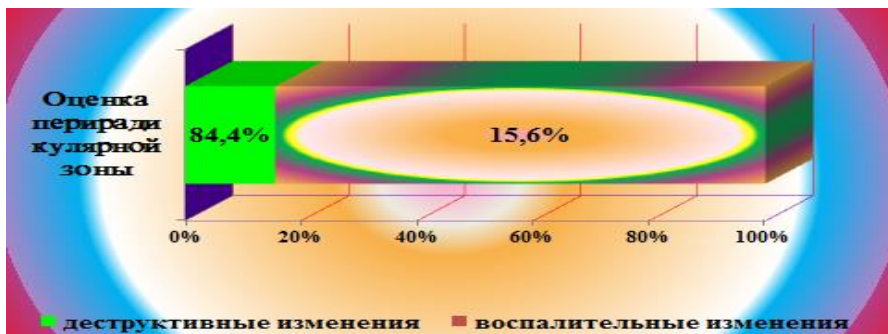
Рентгенологическая оценка перирадикулярной зоны в зависимости от качества проведенного эндодонтического лечения зубов
